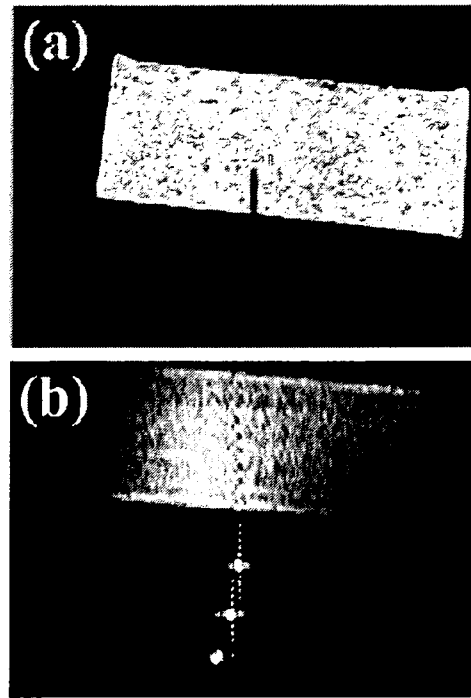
(a) 撮像用コイルによって計測された穿刺時の MRI 画像, (b) 同一条件においてトラッキングコイルで撮像された MRI 画像。
